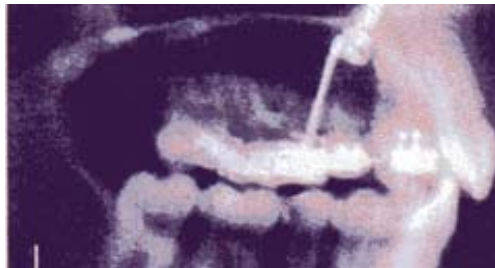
Téléradiographie de profil à la fin du traitement avec diminution de 8 mm environ du surplomb. (78)
